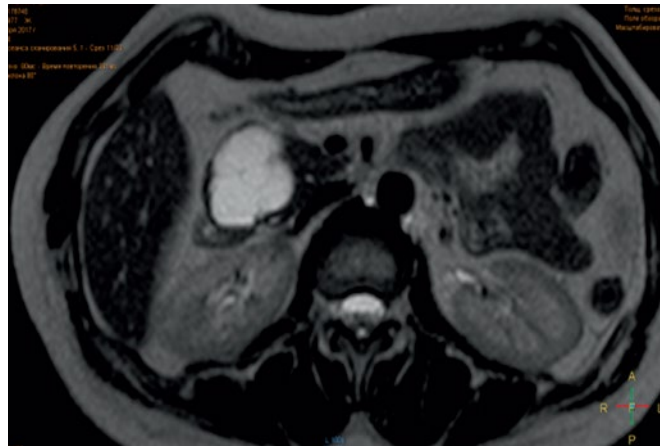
МРТ-картина SCN в головке поджелудочной железы
